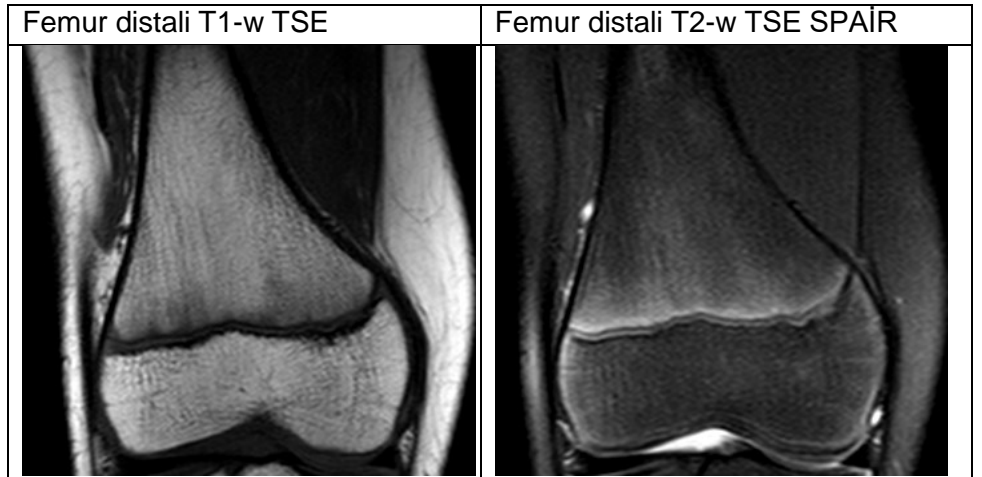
15 yaş erkek vakaya ait 4. evre olarak tespit edilen MRG'leri
